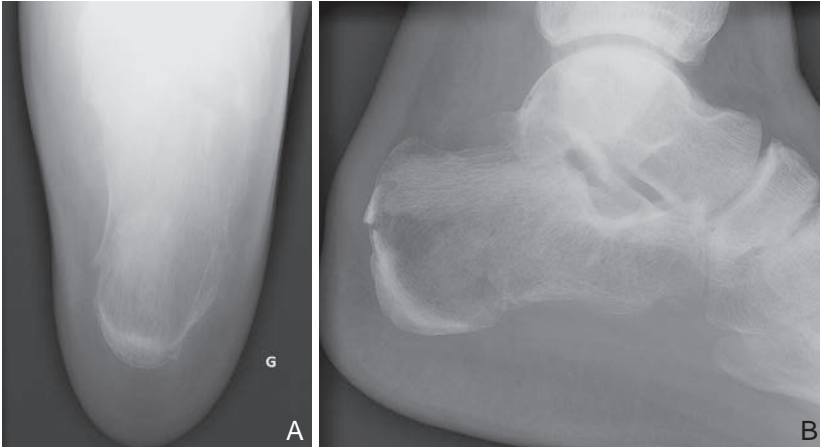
Radiographie axiale de calcanéum présentant une fracture.
